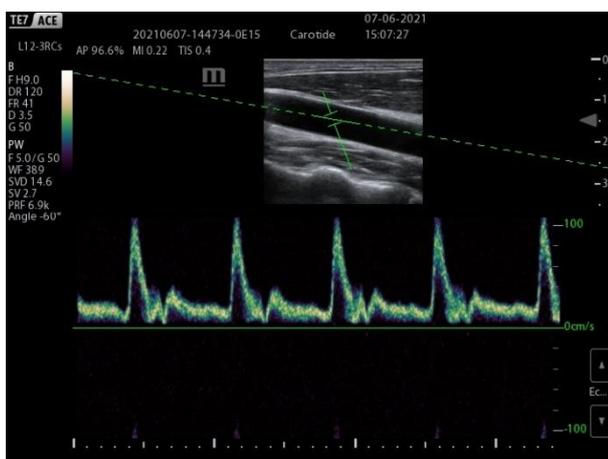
Analyse des flux sanguins dans une carotide en mode doppler pulsé
